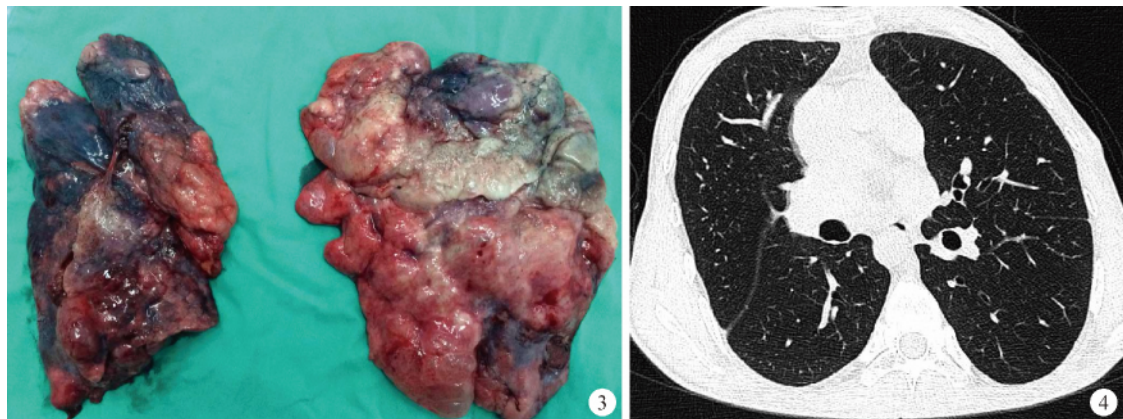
Kartagener 患者左胸病肺三叶和右胸病肺二叶均呈广泛泡性气肿改变,弥漫性囊性改变;图 4 Kartagener 患者序贯式双肺移植术后胸部 CT 示右位心,移植两肺清晰,通气血液灌注良好
